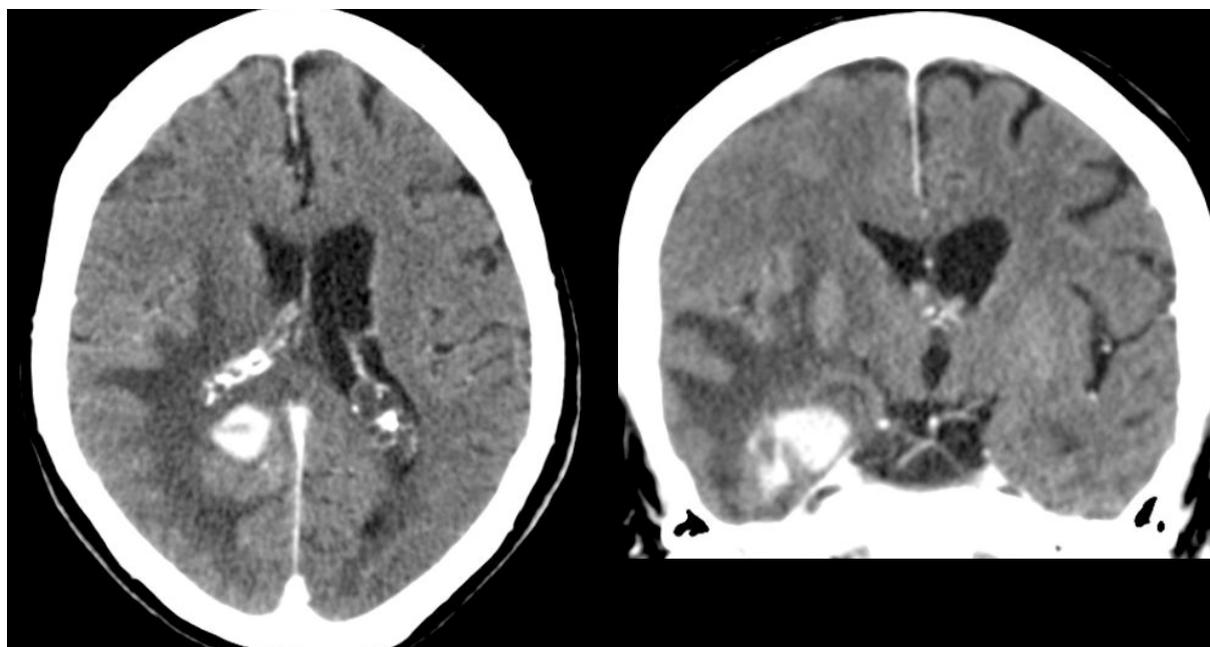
срезы компьютерной томографии головного мозга с внутривенным контрастированием. Отмечается наличие опухолевого очага в правой височной доли с признаками перитуморального отека и нарушения ликвородинамики
